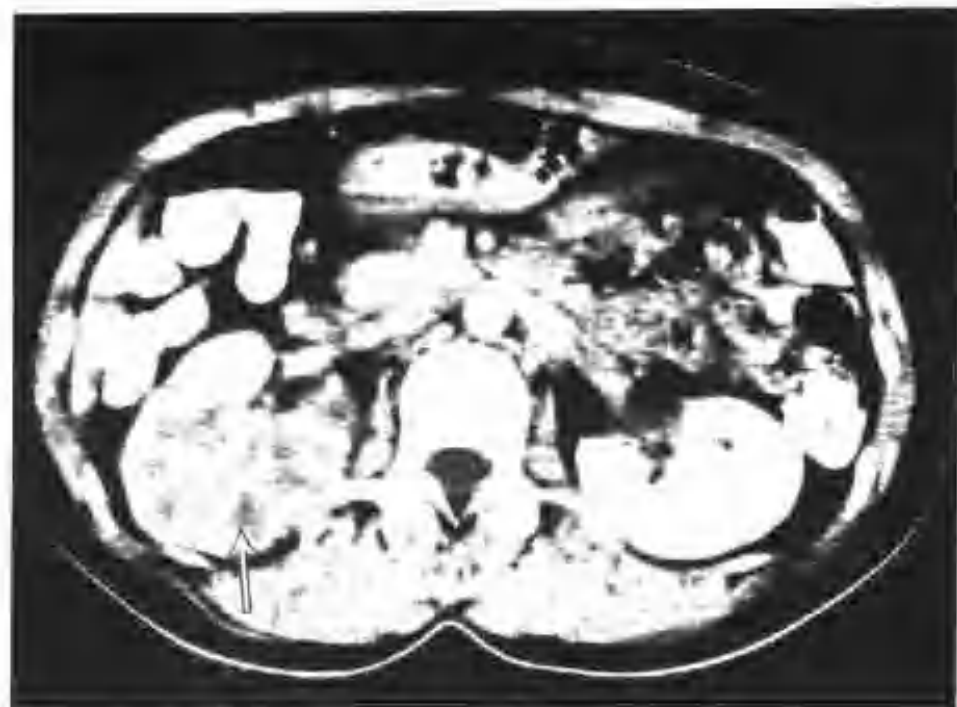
右侧弥漫型急性肾盂肾炎 (CT 增强扫描肾实质内见多个斑片状低密度影) (箭头)
